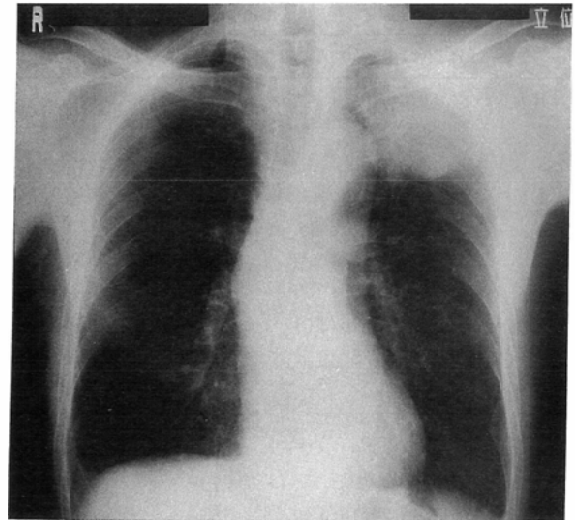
Case 13: Chest radiograph shows a large mass in the left apex with destruction of the 2nd rib.
